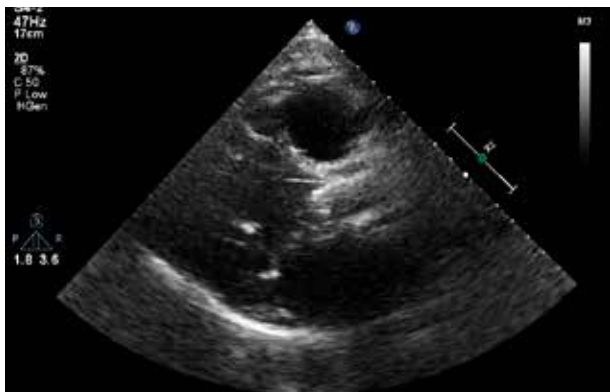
Parasternal ax lung: aspect de cord miopatic, profil dilatativ, global hipokinetic, fibrocalcificie moderată de inel mitral, în special posterior, de foiețe libere mitrale, îngroșate fibros și calcifieri la nivelul cordajelor
